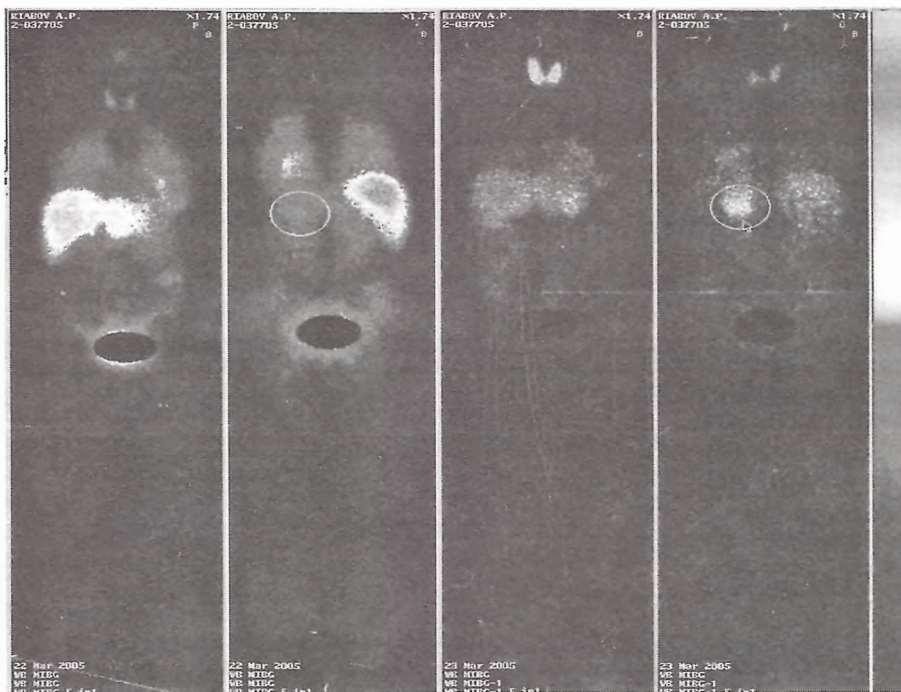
Сцинтиграфия надпочечников.
